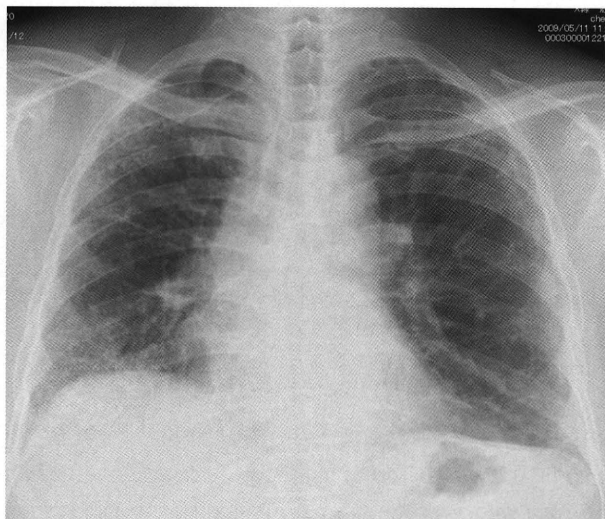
A chest radiograph on admission shows ground-glass opacity and reticular shadow in the bilateral lower lung fields.
